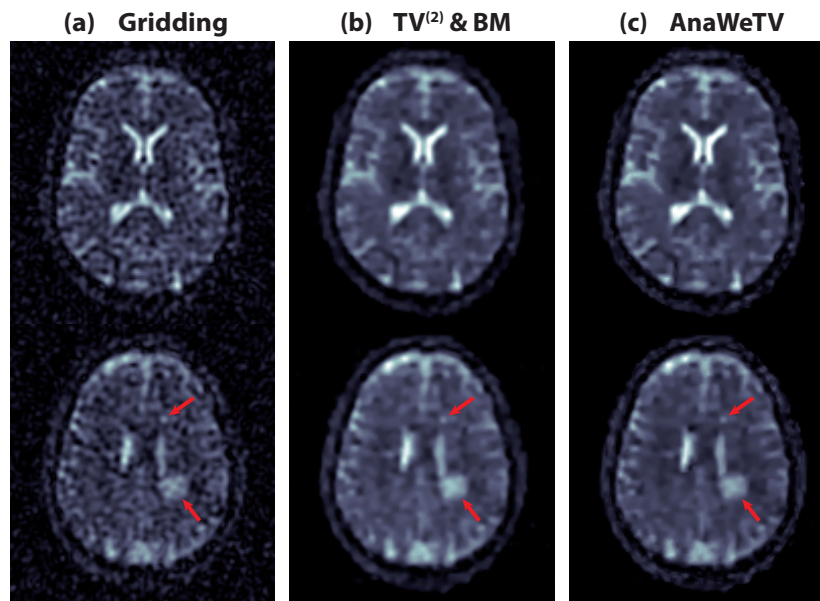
Ausgewählte Schichten der (a) *Gridding*-, (b) $TV^{(2)}$ &BM- und (c) AnaWeTV-Rekonstruktion der ^{23}Na -MRT des Kopfes eines MS-Patienten. Beide iterativen Verfahren führen zu einem erhöhten SNR. Die feinen Liquoreinschlüsse werden im AnaWeTV-Bild mit höherem Kontrast dargestellt als im *Gridding*- und $TV^{(2)}$ &BM-Bild. Die Pfeile markieren zwei MS-Läsionen.
